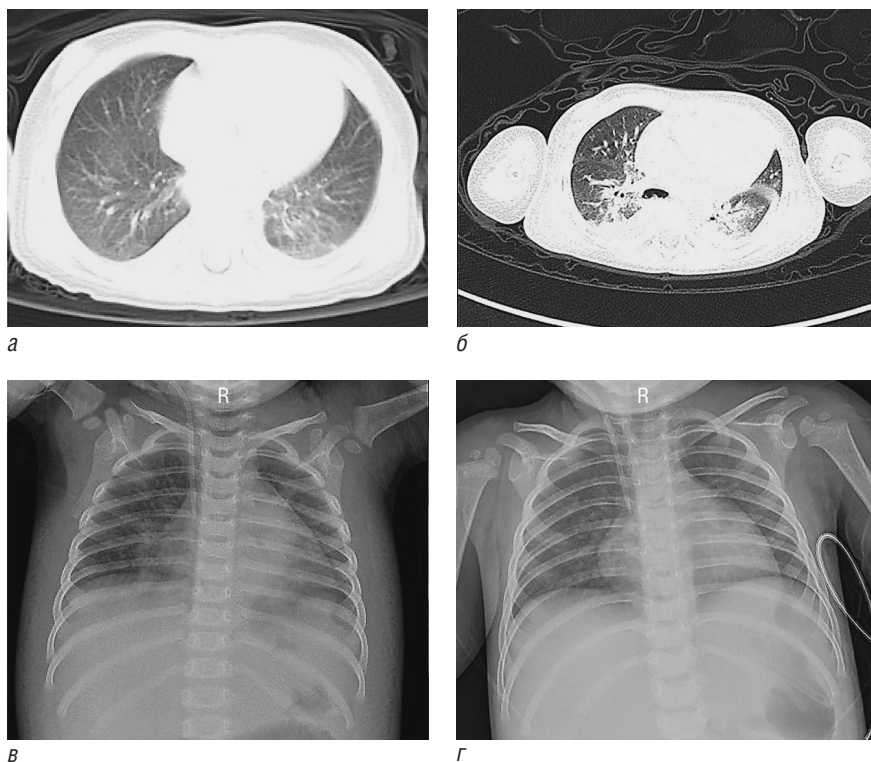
Пример рентгенограммы и компьютерной томограммы грудной клетки в прогрессии COVID-19: *а* — небольшие теньевые уплотнения и плевральный выпот (04.02.2020); *б* — непрозрачные участки типа «матового стекла», консолидация теней (09.02.2020); *в* — дальнейшее прогрессирование поражений (12.02.2020); *г* — улучшение по рентгенограмме (Sun D., 2020)
